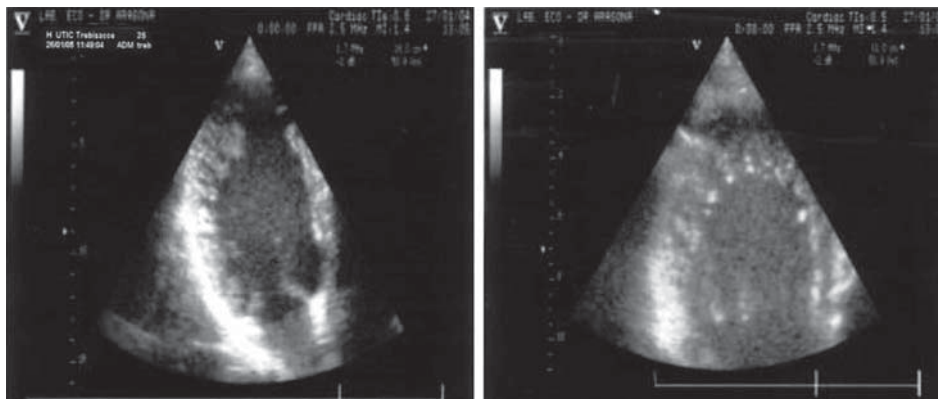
Tipici aspetti di non compattazione del miocardio ventricolare sinistro all'ecocardiografia transtoracica con presenza di profondi recessi e ipertrabecolatura a livello apicale (riquadro destro, sezione apicale 4 camere) e dei segmenti medio ed apicale della parete inferiore (riquadro sinistro, sezione apicale 2 camere).
